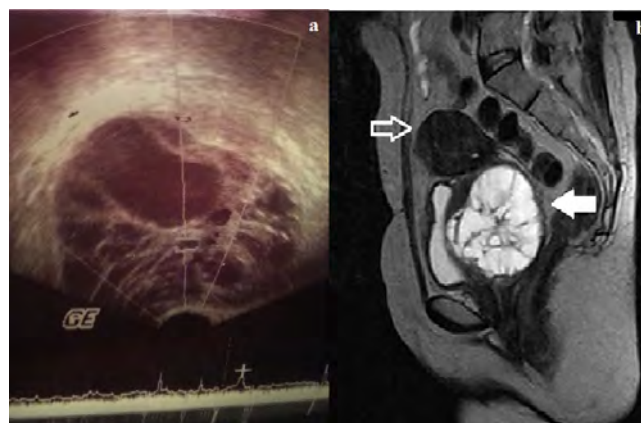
No vascular filling on color Doppler ultrasonography(A). White arrow shows hyperintense mass, blank arrow points uterus pushed upward due to mass effect (MRI sagittal plane, T2 weighted image)(B).
